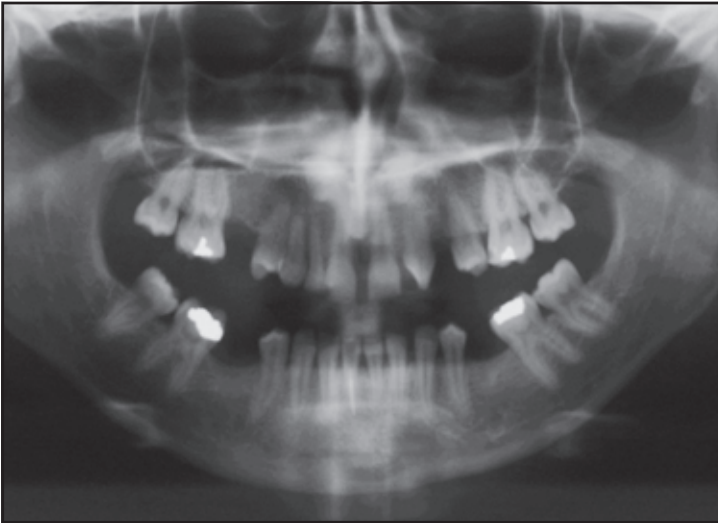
Die initiale Panoramaröntgenaufnahme zeigt mehrere fehlende Zähne und Defekte.
